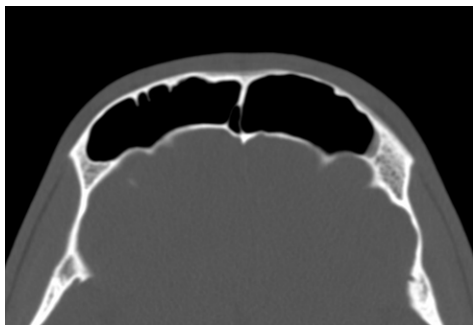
КТ околоносовых пазух (костное электронное окно, аксиальная плоскость). Левая лобная пазуха не содержит патологического содержимого
